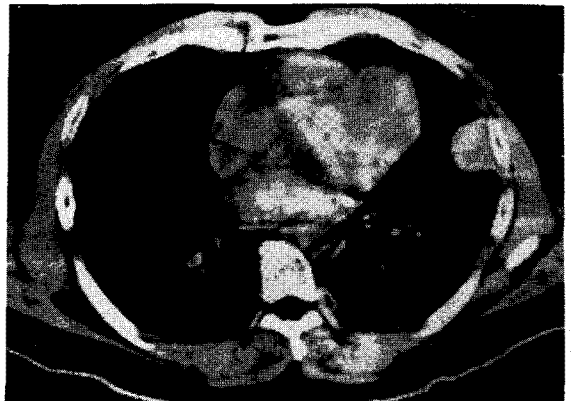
Chest CT also showed well defined homogenous increased density adjacent to the pleura on LLL. CT-guided fine needle aspiration biopsy was done at this site.
